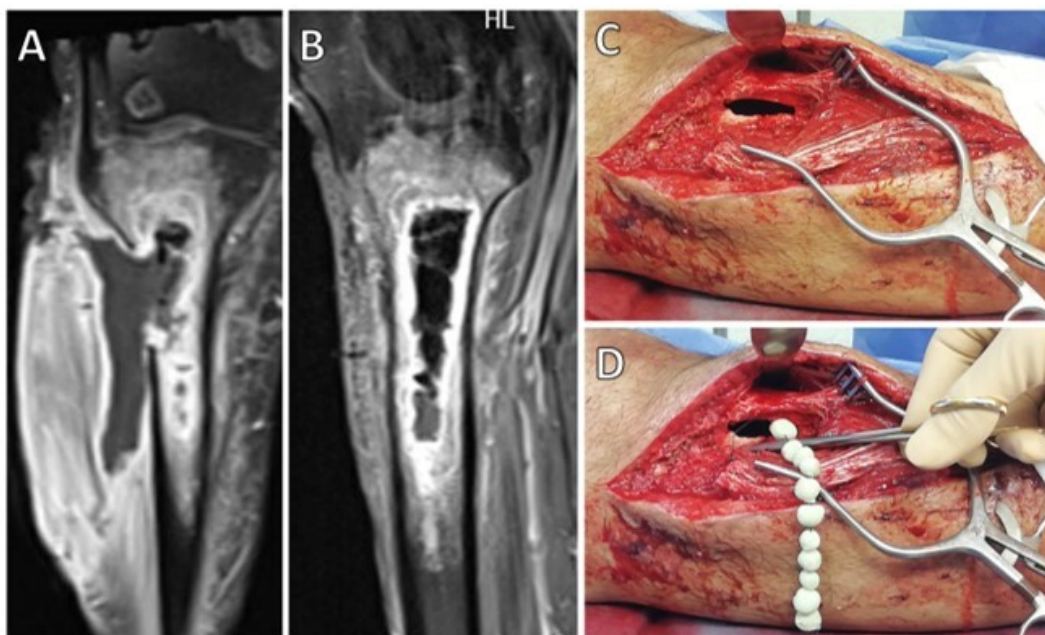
RMN cortes coronal (A) y sagital (B) donde observamos osteomielitis en tibia proximal con absceso intraóseo con extensión a partes blandas. Desbridamiento y lavado con ventana ósea (C) y colocación de rosario de cemento con gentamicina (D).
